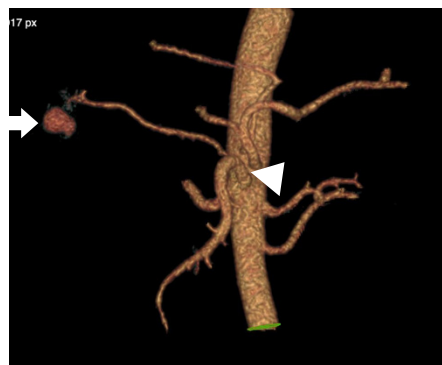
Reconstrucción 3D angiotomografía de abdomen. Imagen por adición redondeada dependiente de rama distal de la arteria hepática derecha (Flecha). Variante anatómica: arteria hepática derecha que nace de arteria mesentérica superior (Cabeza de flecha).
